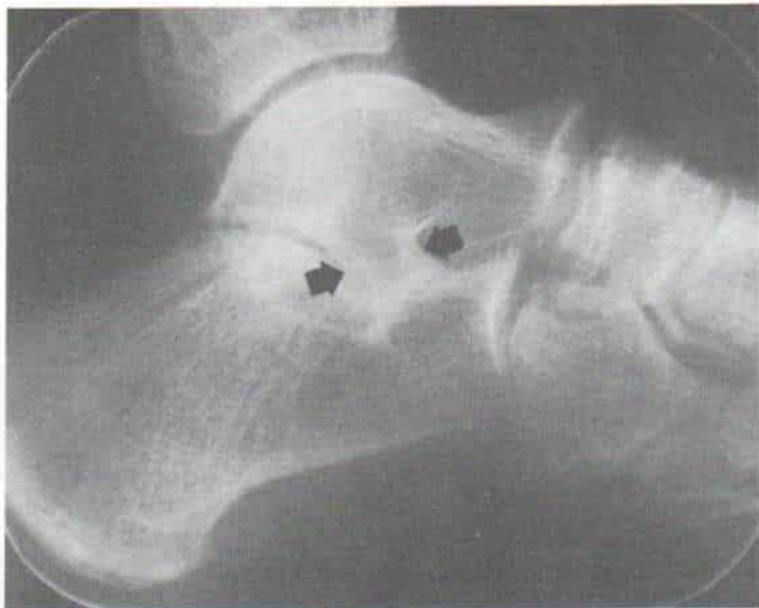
Signos secundarios de coalición calcaneoescafoidea como se observa en la radiografía lateral del pie.
